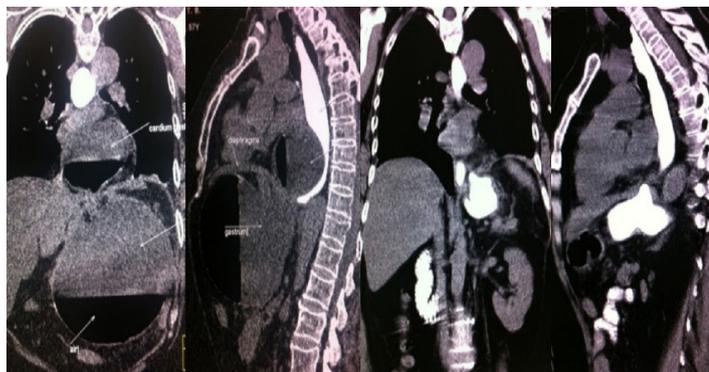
А) КТ-раздутый желудок в виде песочных часов с уровнем жидкости – верхняя часть в средостении, нижняя в брюшной полости под диафрагмой, «феномен телескопа», контраст только в пищеводе; Б) КТ-контроль через 2 месяца – данных за рецидив нет
